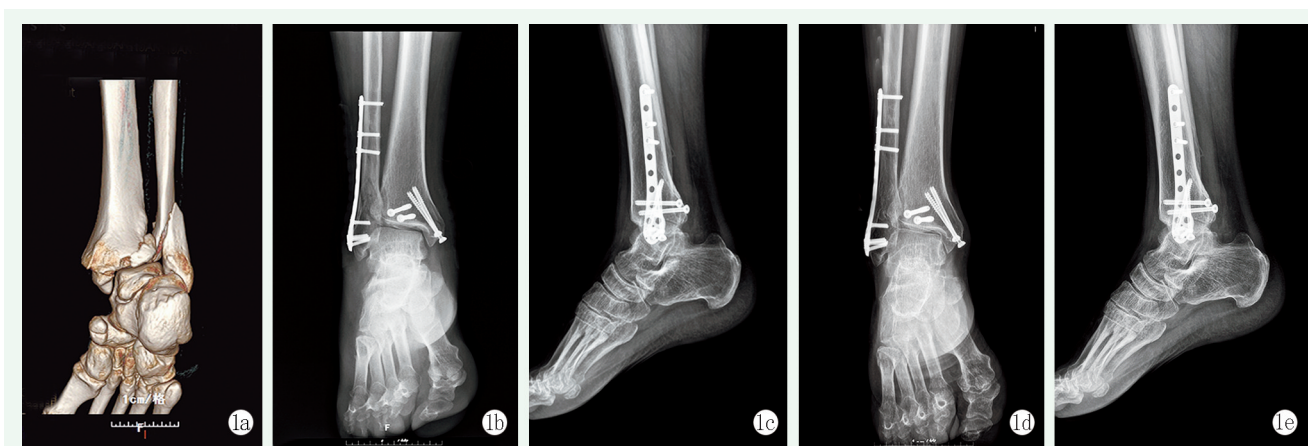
患者, 男, 59 岁, 跌伤致右三踝骨折 1a: 术前右踝关节三维 CT 重建片示右外踝、内踝、后踝骨折 1b, 1c: 术后踝关节正侧位 X 线片示骨折复位良好 1d, 1e: 术后 1 年正侧位 X 线片示右三踝骨折愈合良好
